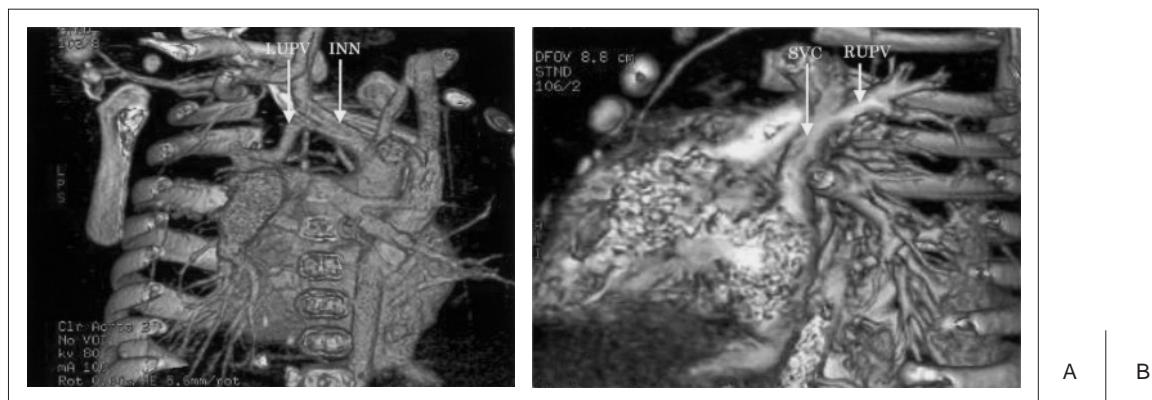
3-dimensional computed tomography. Dorsal view shows LUPV returning to INN (A), and left lateral view shows RUPV returning to SVC (B). LUPV: left upper pulmonary vein, INN: innominate vein, RUPV: right upper pulmonary vein, SVC: superior vena cava
